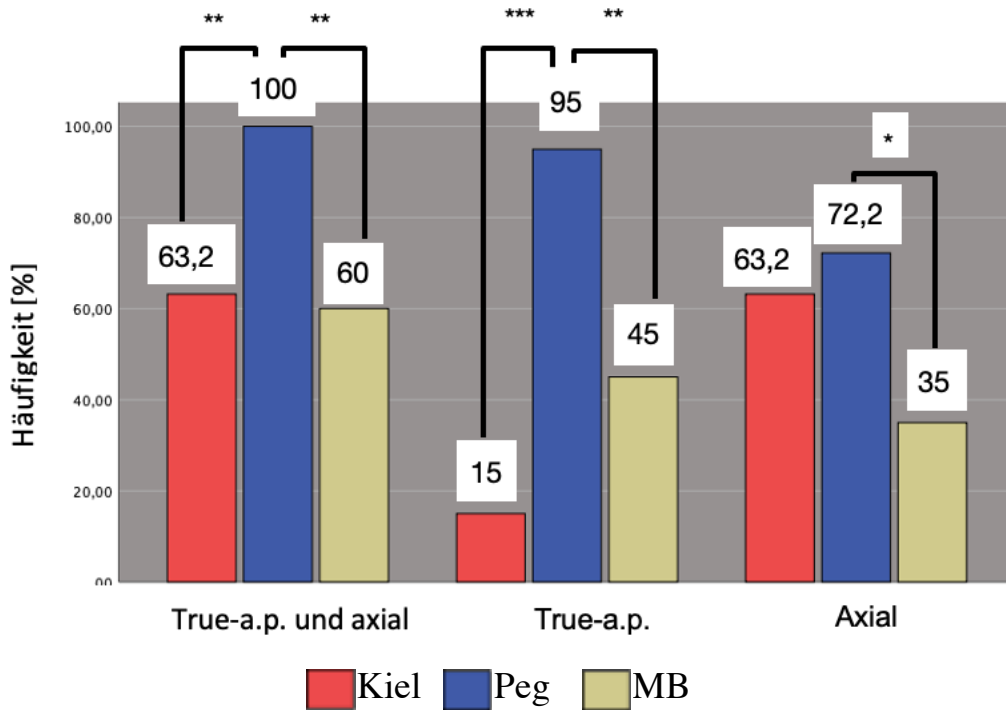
Häufigkeit der Osteolyse insgesamt und pro Röntgenaufnahme im Gruppenvergleich (* entspricht $p < 0,05$;  entspricht $p < 0,01$; * entspricht $p < 0,001$)
